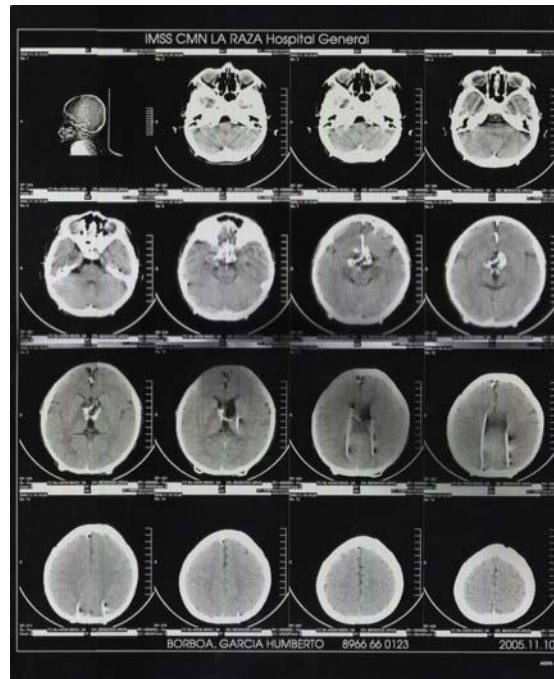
Tomografía computarizada de cráneo
